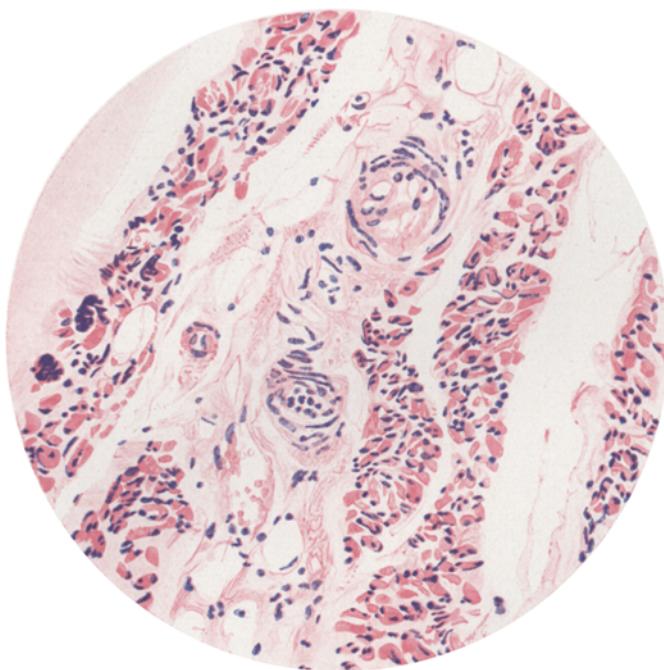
Muskel- und Gefäßveränderungen unter dem unmittelbaren Einfluß der Röntgenstrahlen. Von den in der Mitte des Gesichtsfelds gelegenen Gefäßen zeigt das obere Vakuolisierung der Wand, das untere Endothelwucherung. Die Muskelfibrillen sind verkleinert, ihre Kerne pyknotisch z. T. verklumpt.
